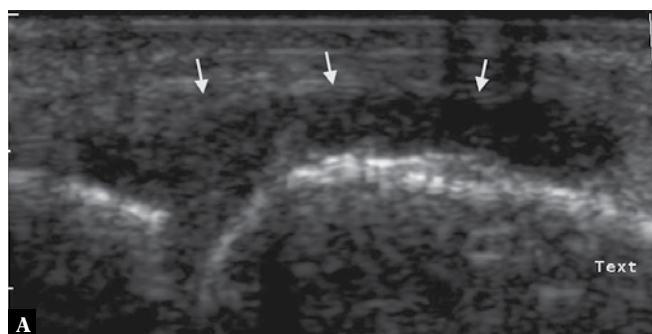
Dodatkowy objaw, pozwalający w przypadkach wątpliwych różnicować zbiorniki płynu: A. typowy zbiornik płynu w dole podkołanowym, odpowiadający powiększonej kaletce mięśnia brzuchatego; B. objaw chelbotania w opcji dopplera mocy, widoczny jako kolorowe zakontrastowanie przestrzeni płynowej przez ruch płynu wywołany uciskiem głowicy
